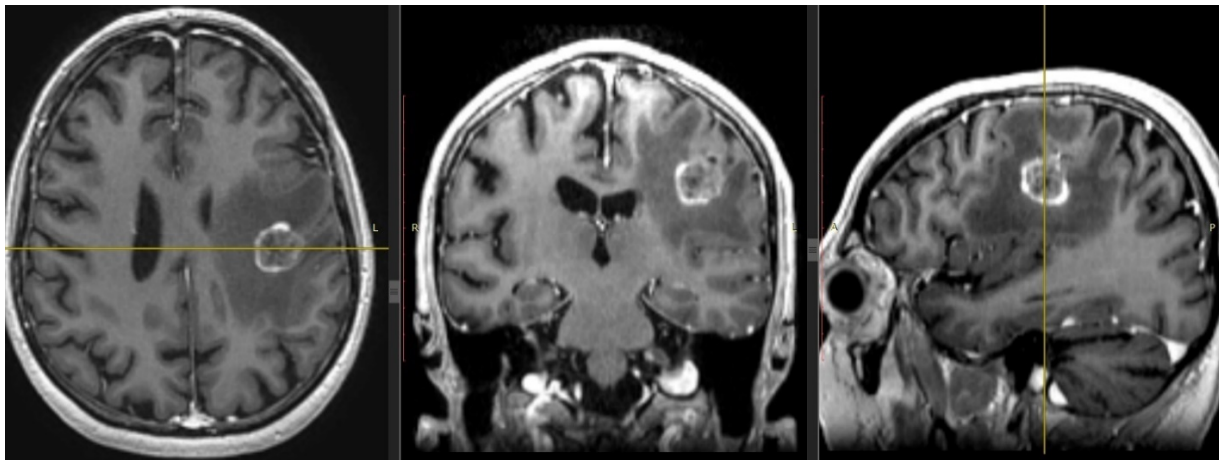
МРТ с к/у на момент выявления метастаза (в 3 проекциях). Опухоль в глубинных отделах левой лобно-теменной области, с перифокальным отеком и минимальным масс-эффектом. Диаметр опухоли 22 мм.
